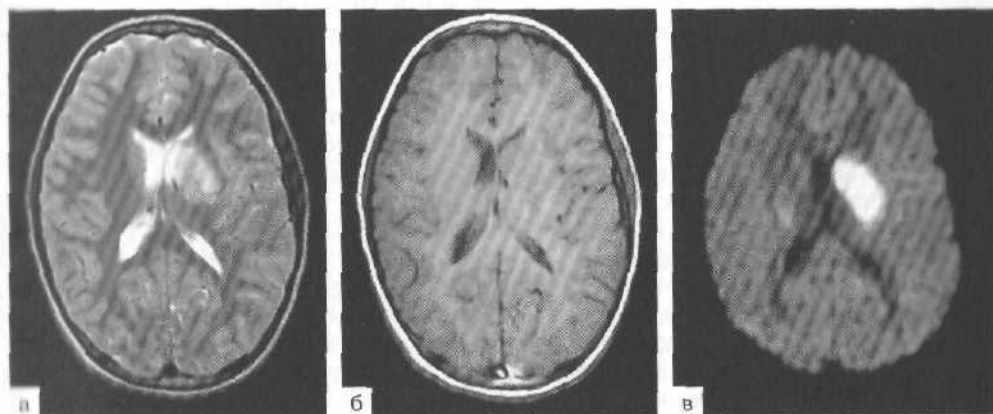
Острое нарушение мозгового кровообращения по ишемическому типу в системе левой внутренней сонной артерии с поражением подкорковой области слева (головка хвостатого ядра, стриатум, переднее бедро внутренней капсулы слева). T_2 -режим, область поражения имеет яркий сигнал (а), в T_1 -режиме пораженный участок слабо визуализируется — острый период инсульта (б), режим МР-диффузии четко демонстрирует объем поражения в первые часы инсульта (в).
